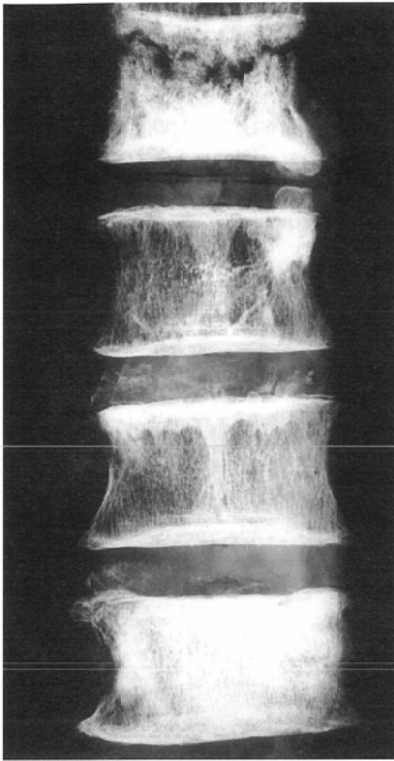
Soft X-ray image of the lumbar spine (L2-L5). The sample was obtained from autopsy of a 77-year-old man with bone metastases from prostate cancer. The L2 and L5 vertebral bodies are diffusely involved.
